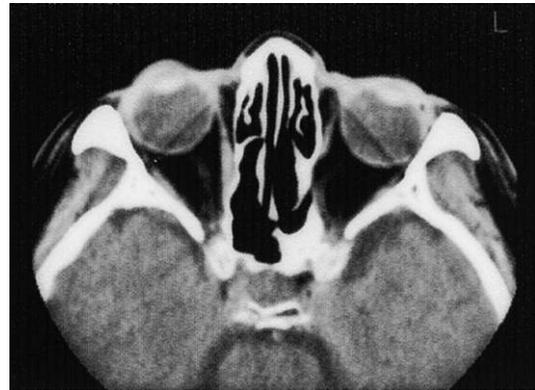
症例 6 の眼窩 computerized tomography (CT).
